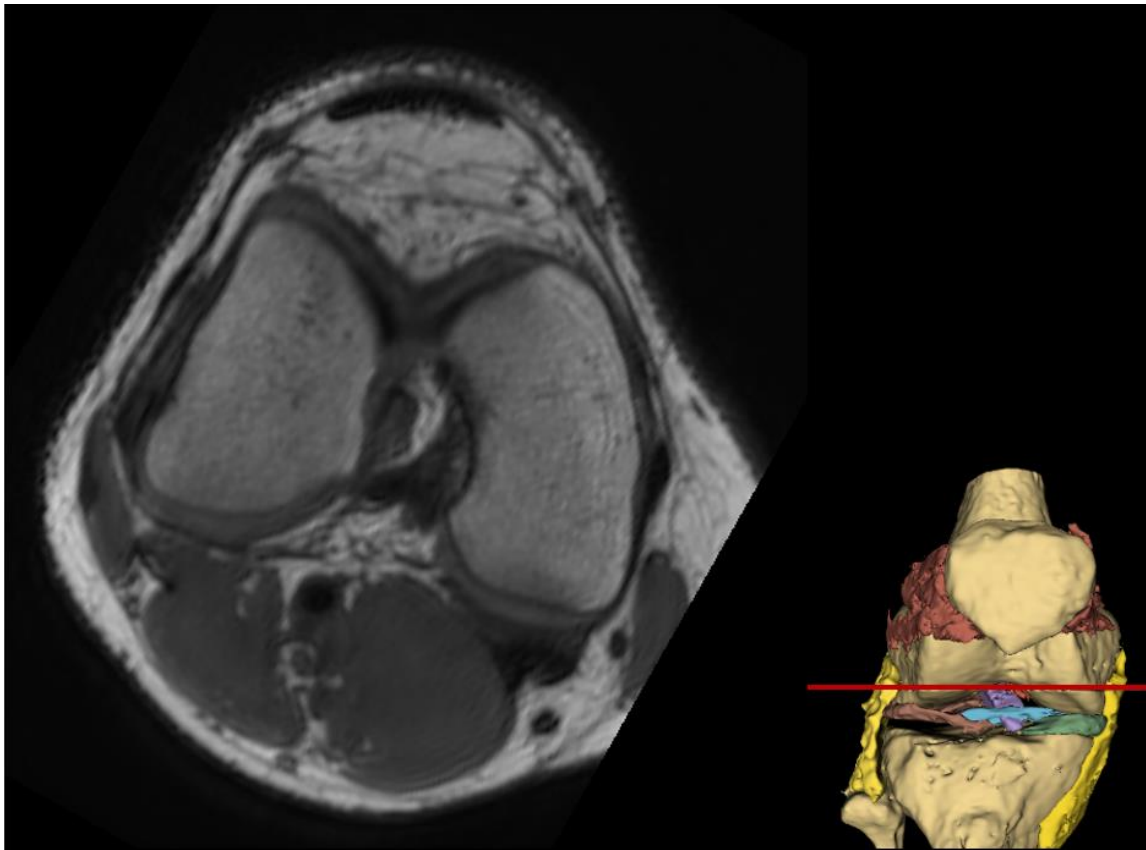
Corte de la rodilla en plano axial. El *3D Slicer* no discierne entre estructuras tan próximas entre sí y con una composición similar, sin embargo, en las imágenes de la RM, aunque exista una intensidad parecida entre los elementos de unión que constituyen la articulación de la rodilla y estén tan próximos entre sí, se pueden diferenciar unos de otros.
